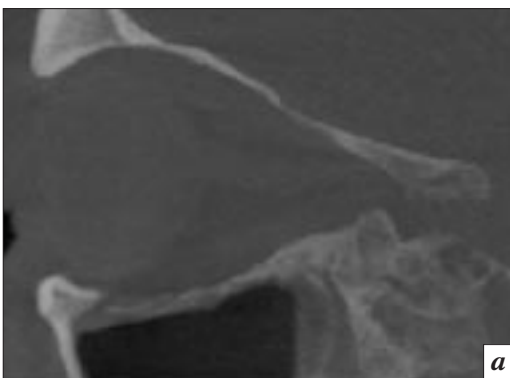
Компьютерные томограммы, MPR в косо-сагиттальной плоскости: *a* – КЛКТ; *б* – МСКТ. Гематома ретробульбарной клетчатки (стрелка) при КЛКТ убедительно не визуализируется.
